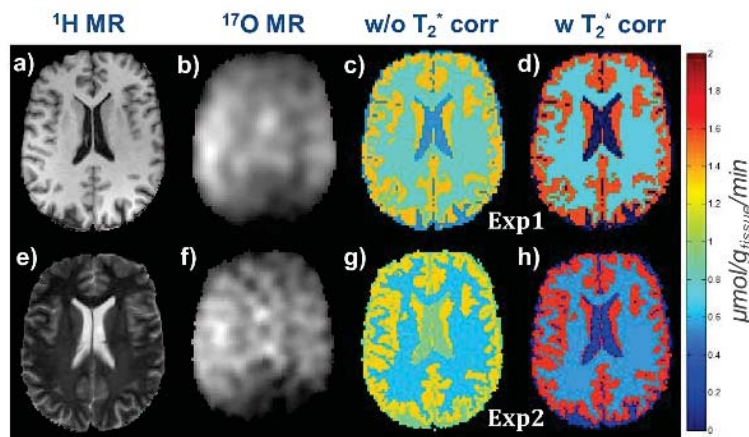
T_1 - and T_2 -weighted ^1H images (a,e) and co-registered ^{17}O MRI and CMRO_2 maps from Exp1 (b-d) and Exp2 (f-h). Without T_2^* correction (c,g) values differ substantially from ^{15}O -PET studies, which is improved with correction for partial volume effects (d,h) (cf. Tab. 1).
